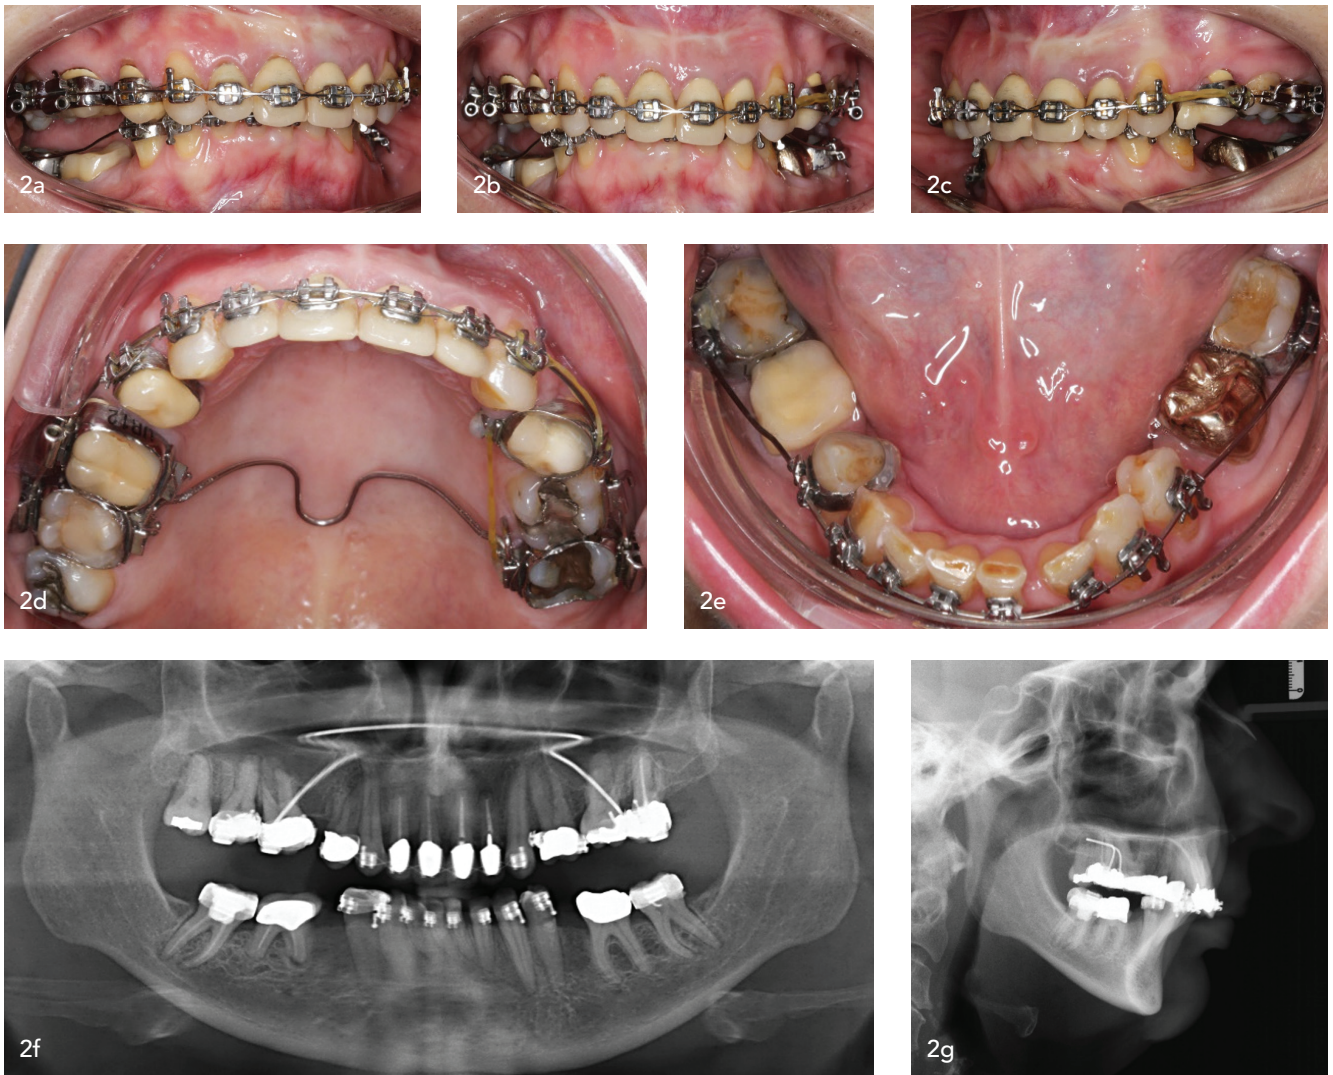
Intraorale Fotos mit Multibracketapparatur, Orthopantomogramm und Fernröntgenseitenbild zum Zeitpunkt der Zwischendiagnostik.
